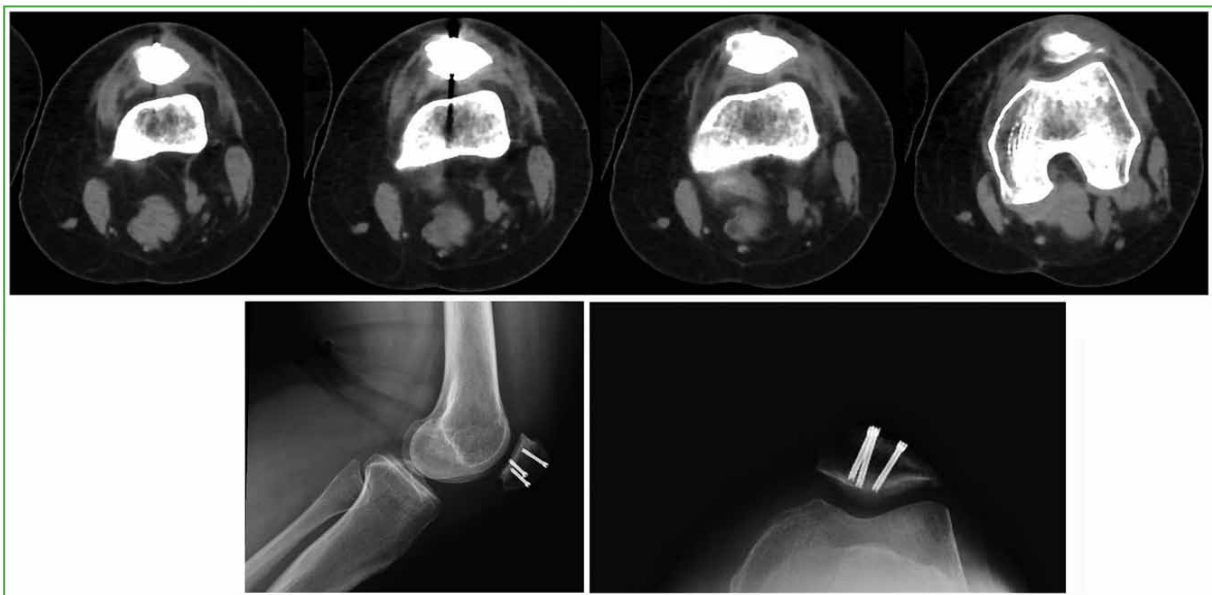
Secuencia de la tomografía computarizada de rótula, corte tangencial y radiografías de control.
